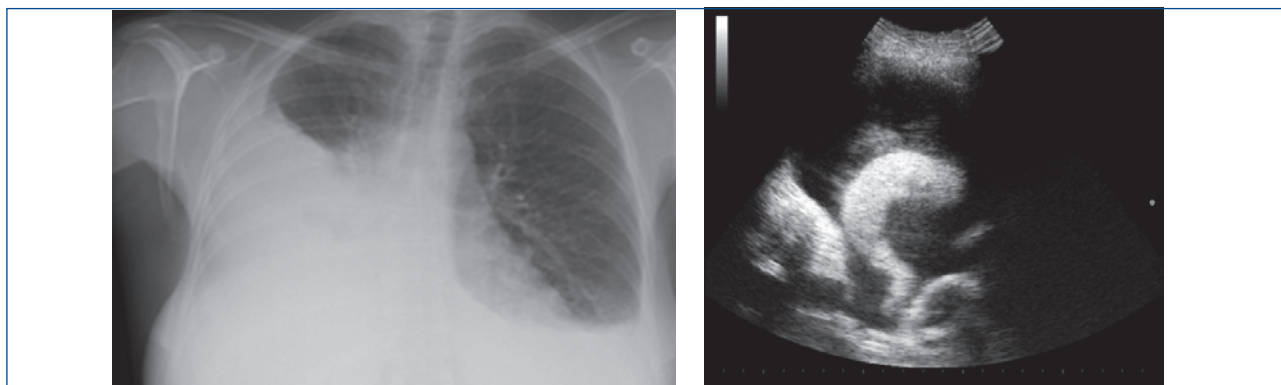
A) Rx torace: versamento pleurico bilaterale maggiore a dx; B) polmone atelettasico a dx alla ecografia.
